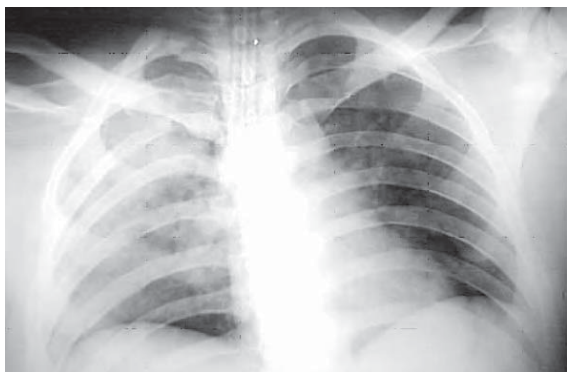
/2. Radiografía de tórax de paciente que presenta broncoaspiración de contenido gástrico como consecuencia de traumatismo grave de cráneo.
